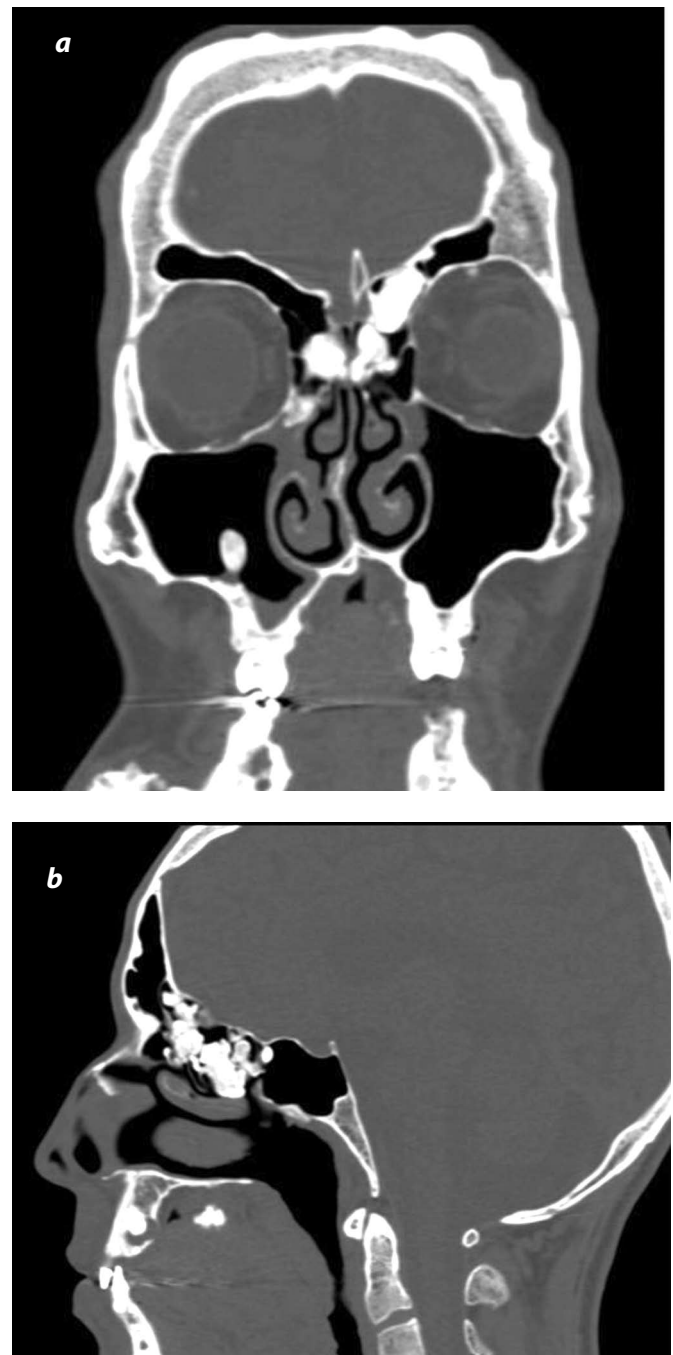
(a y b). Tomografía computarizada simple de cara: reconstrucciones en planos coronal y sagital. Múltiples lesiones hiperdensas bien definidas sin reacción perióstica ni masa de tejido blando asociada con tabla externa de cráneo, senos paranasales frontal izquierdo, etmoidal bilateral y maxilar derecho compatibles con osteomas.
